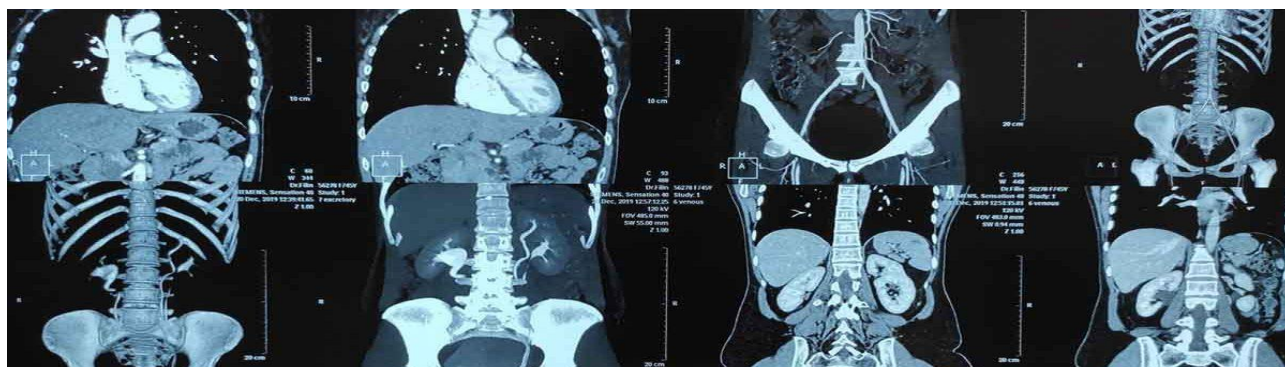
Комп'ютерна томографія
